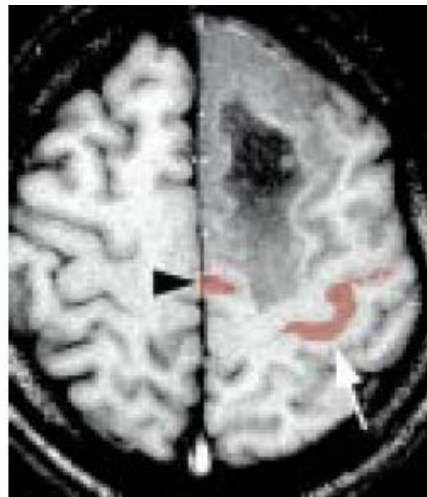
IRM d'activation montrant un glioblastome frontal gauche. Superposition d'une cartographie obtenue lors d'une séance de finger tapping (altérnance de périodes de tappotement de l'index droit et de repos) et d'une coupe axiale en séquence T₁. L'aire motrice de la main (flèche) et une partie de l'aire motrice supplémentaire (tête de flèche) sont localisées et leur situation par rapport à l'infiltration tumorale permet de juger des possibilités d'exérèse. (76)
